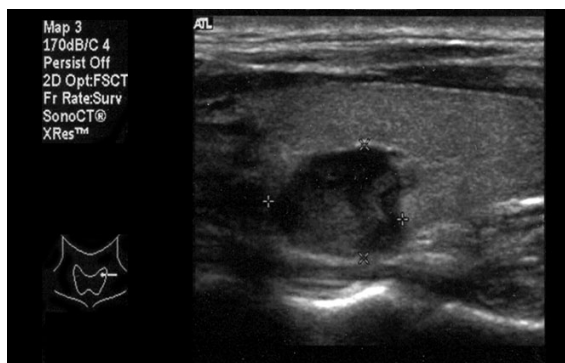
Thyroid sonography showed 1×1.5 cm heterogenous low echogenic mass in the upper pole of the left thyroid lobe.
